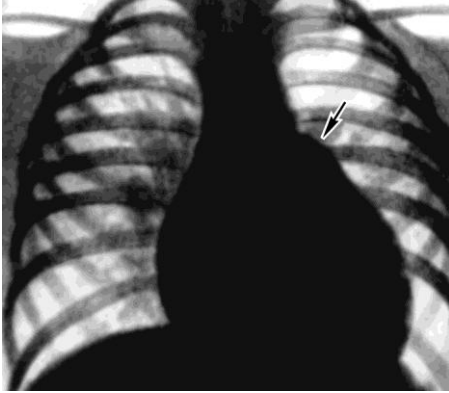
Рентгенограма грудної клітки хворого з ДМШП (пряма проекція): тінь серця збільшена за рахунок обох шлуночків, помітне вибухання дуги легеневої стовбура (вказано стрілкою), легеневий малюнок в прикореневих відділах легень посилено
